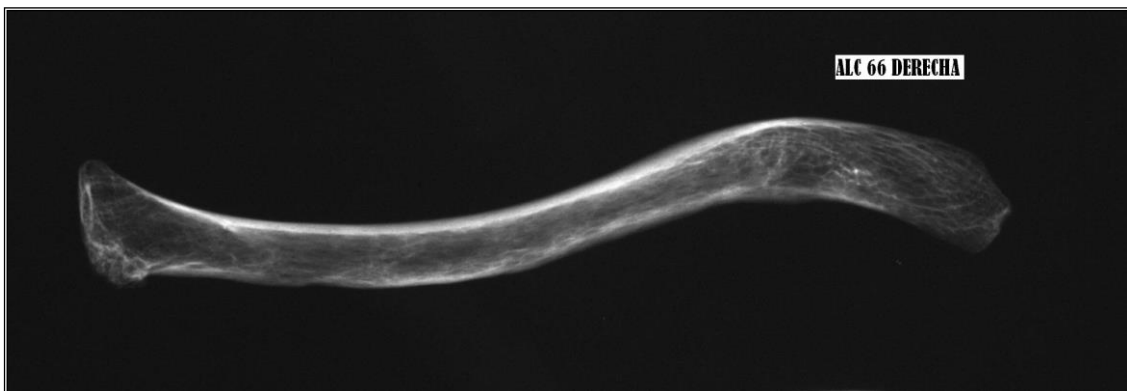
Radiografía de clavícula derecha. Mujer de 67 años.
